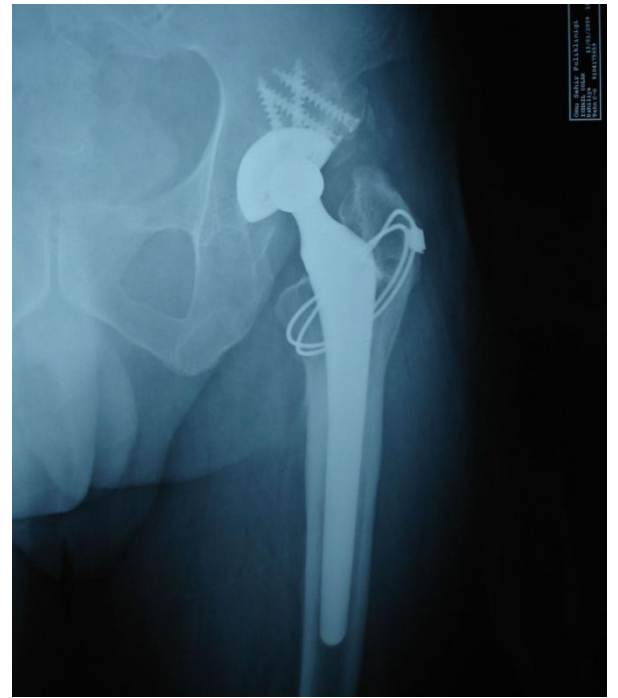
Preop AP Pelvis Grafisi
